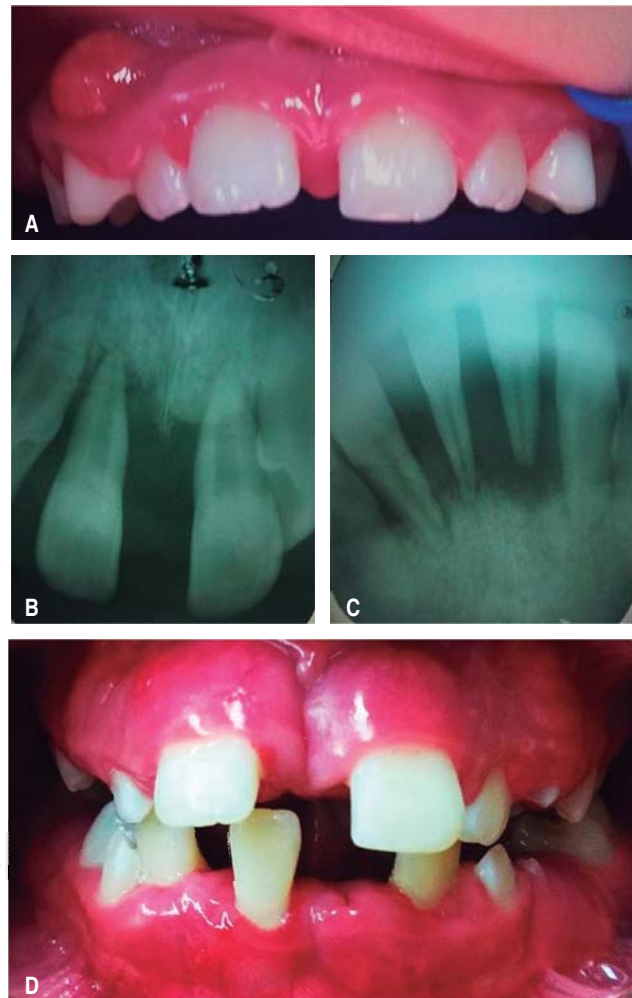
Caso II. (femenino siete años). A. Absceso en la zona anterior arcada superior. B y C. Radiografías que muestran cambios óseos. D. Aspecto clínico. Un año y cuatro meses después.
